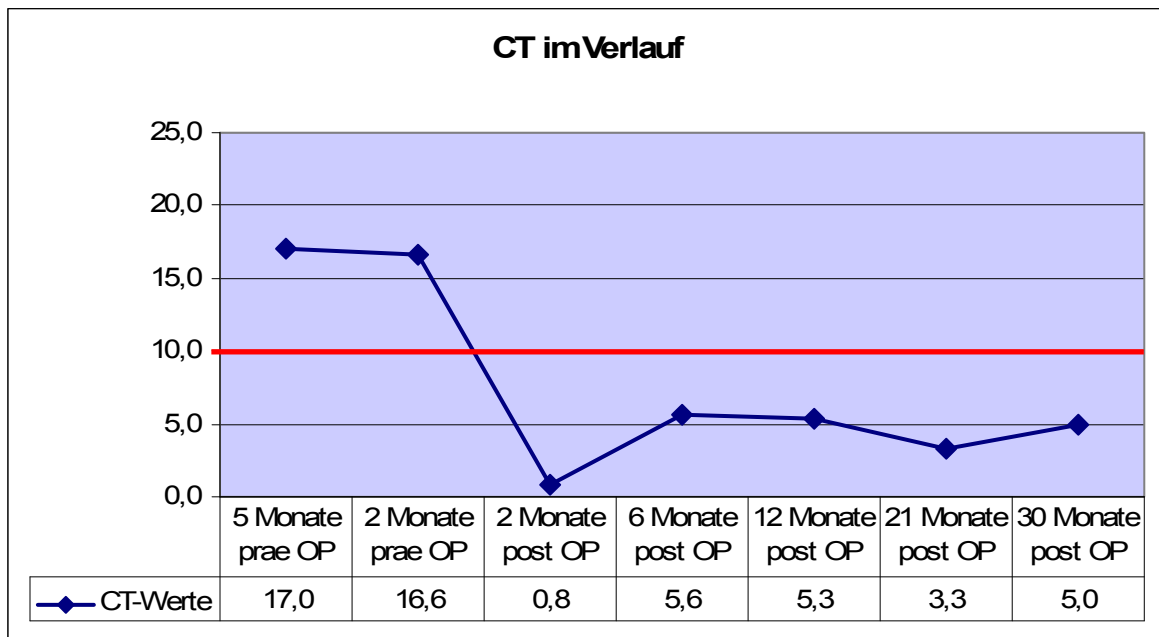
CT-Werte von CCH-Patient 6
